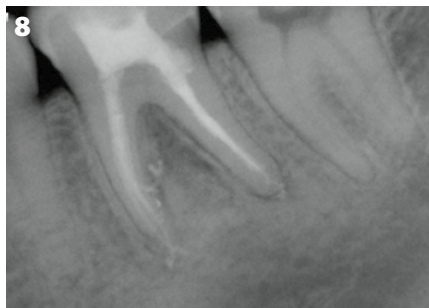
Radiographie au suivi à 6 mois, après mise en place d'une couronne tout-céramique.
